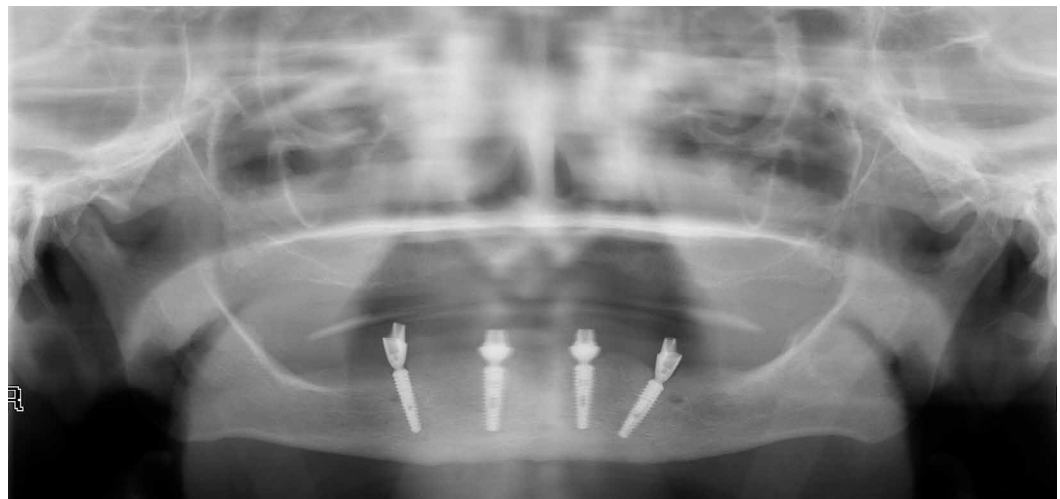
Postoperatives Orthopantomogramm
